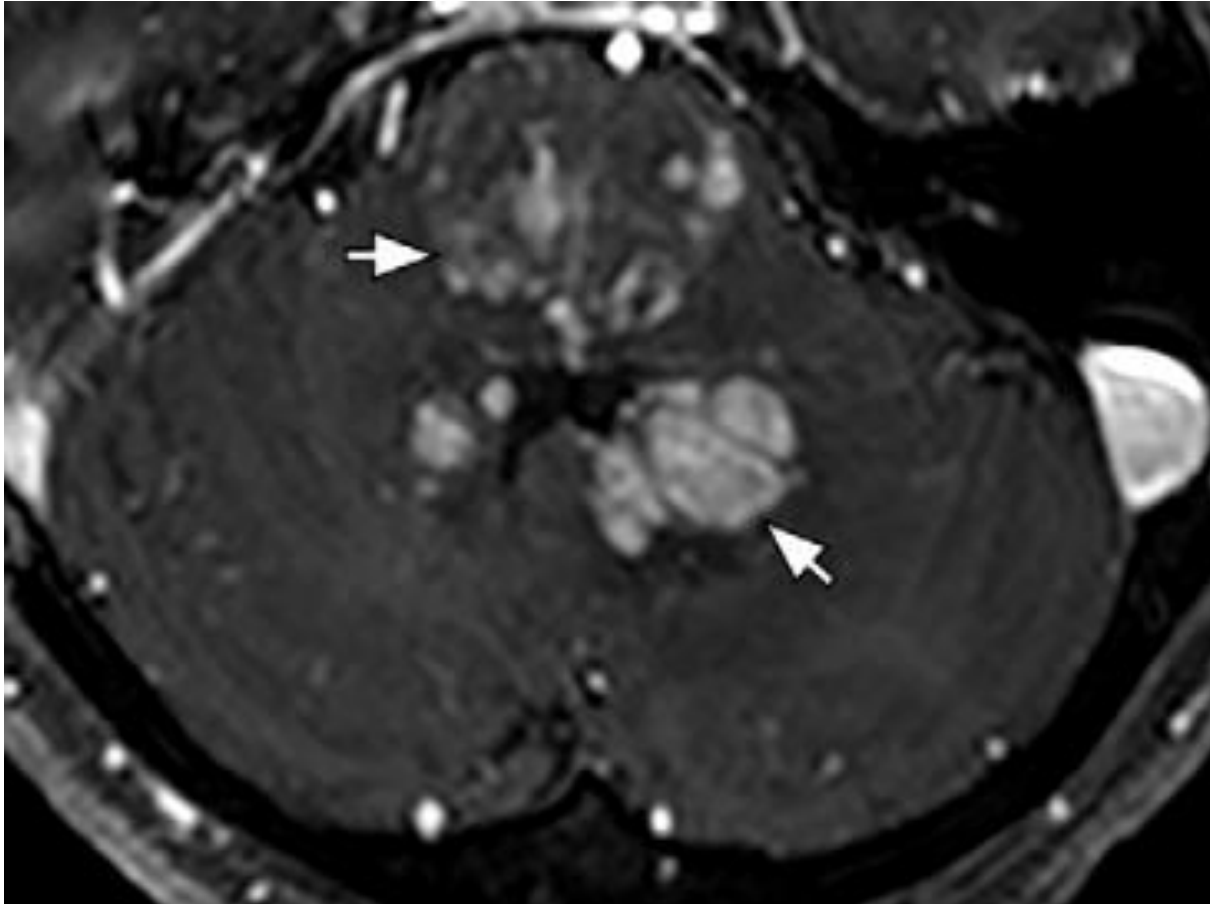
Imagen obtenida de la literatura (ref. Aswani Y, Patel A, Zhan X, Ansari S, Marcelino LG, Aswani N, et al. *Imaging in Erdheim-Chester Disease. RadioGraphics. 2024;44(9)*).
